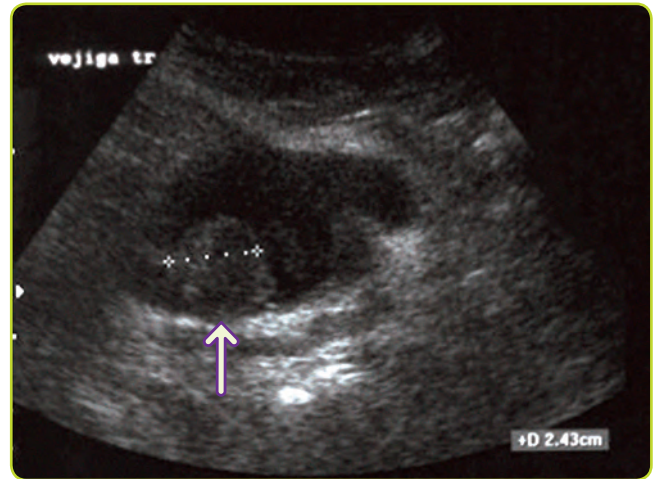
Cáncer de vejiga visto por ecografía.
